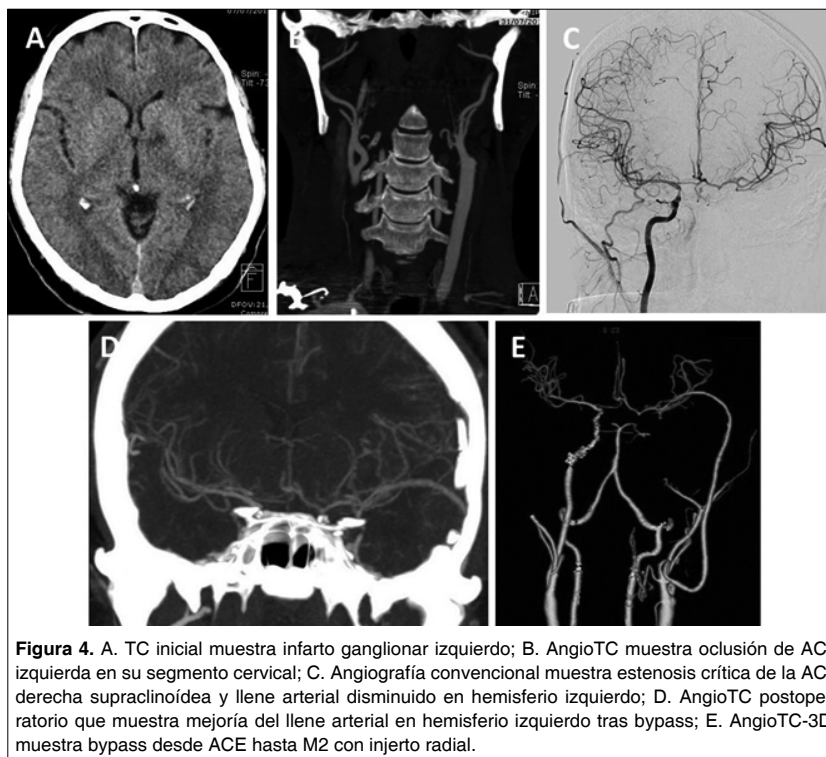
A. TC inicial muestra infarto ganglionar izquierdo; B. AngioTC muestra oclusión de ACI izquierda en su segmento cervical; C. Angiografía convencional muestra estenosis crítica de la ACI derecha supraclinoidea y llene arterial disminuido en hemisferio izquierdo; D. AngioTC postoperatorio que muestra mejoría del llene arterial en hemisferio izquierdo tras bypass; E. AngioTC-3D muestra bypass desde ACE hasta M2 con injerto radial.
